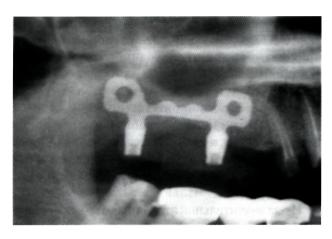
Франмент ортопантомограммы после установки пластиночного имплантата, адаптированного к конкретной анатомической ситуации (средняя часть имплантата была сошлифована в соответствии с конфигурацией альвеолярного отростка и дна верхнечелюстной пазухи)
